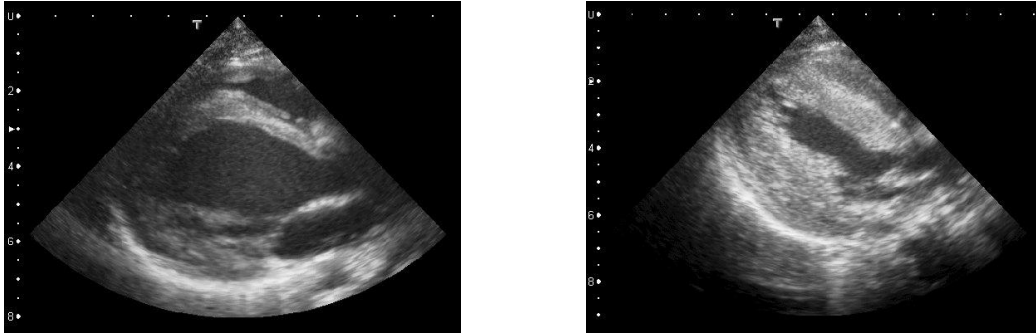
Echokardiogramm eines Mädchens mit IOPD mit progredienter hypertropher Kardiomyopathie im Alter von zwölf Wochen (links) und 40 Wochen (rechts)
